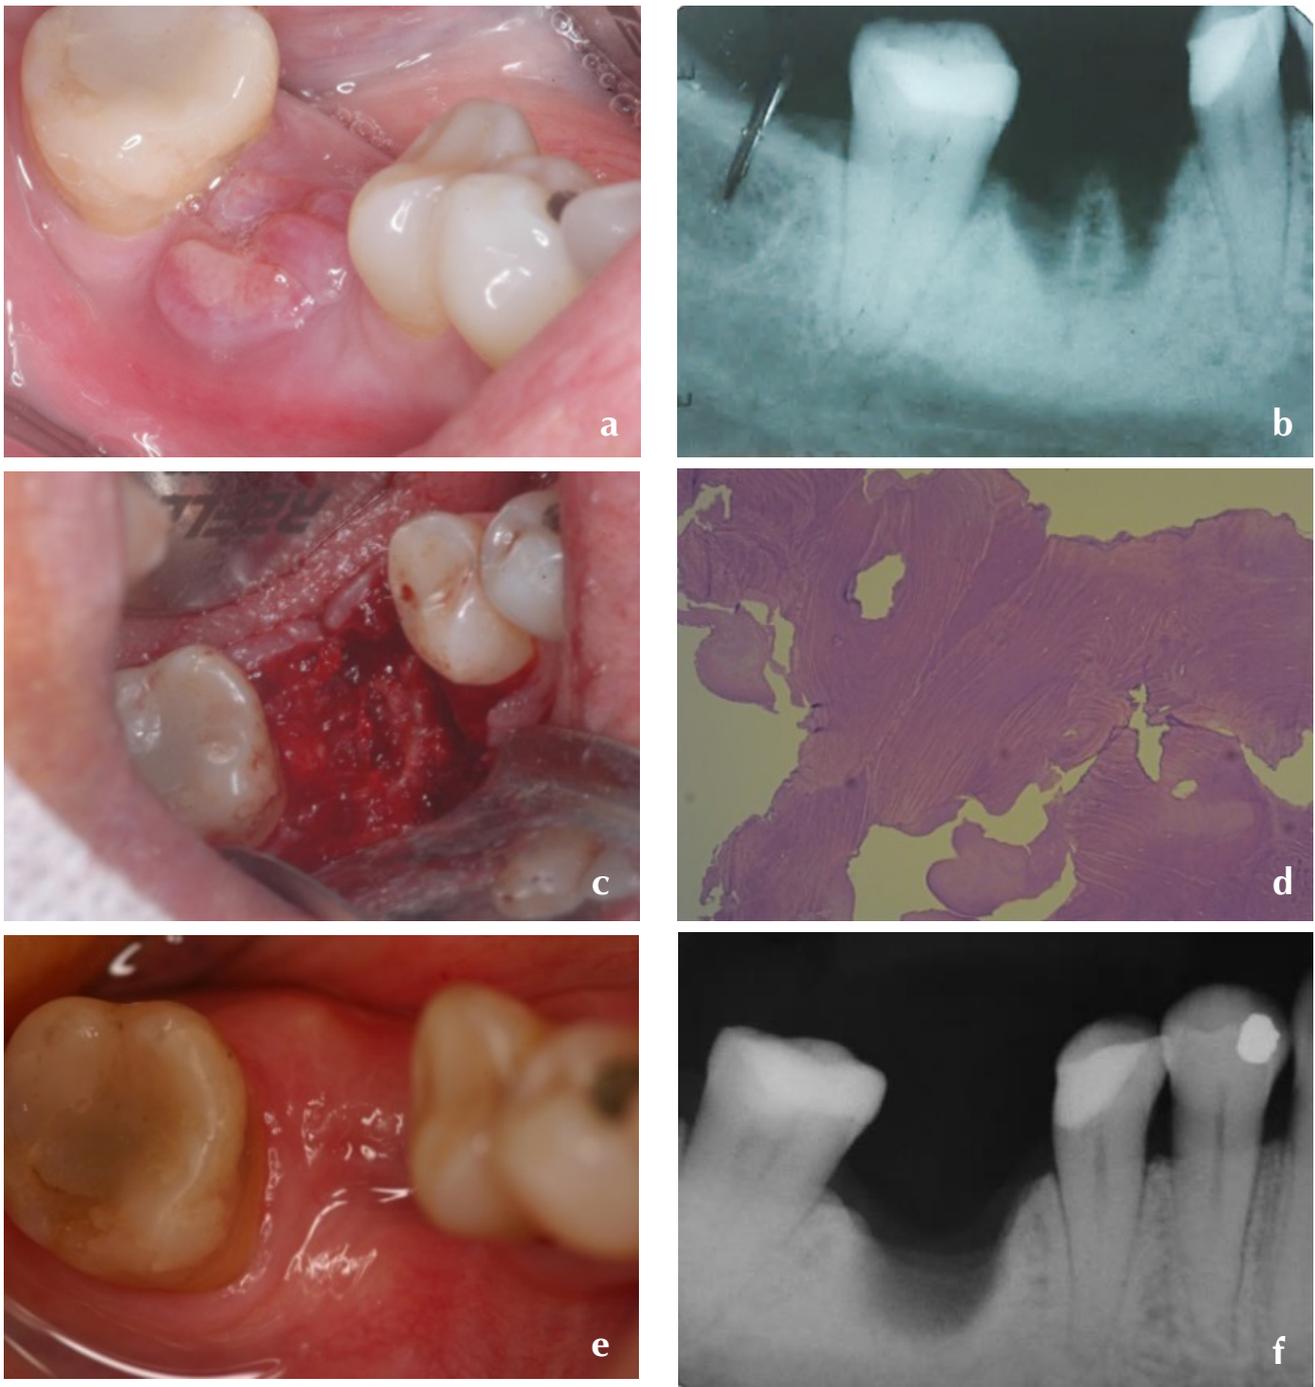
A) Vista do exame físico intrabucal, evidenciando lesão com tecido de granulação hiperplasiado e com secreção purulenta; B) Radiografia periapical: observa-se ausência de formação óssea no alvéolo após um ano e meio do procedimento cirúrgico e presença de septo inter-radicular acima do rebordo alveolar; C) Aspecto transcirúrgico: observa-se a presença de osso necrótico; D) Exame histopatológico: evidência de tecido ósseo necrótico, com áreas de reabsorção e ausência de células em suas lacunas; E) Aspecto intrabucal pós-operatório, com completa cicatrização e reepitelização; F) Radiografia periapical de controle pós-operatório após 45 dias do procedimento cirúrgico.
